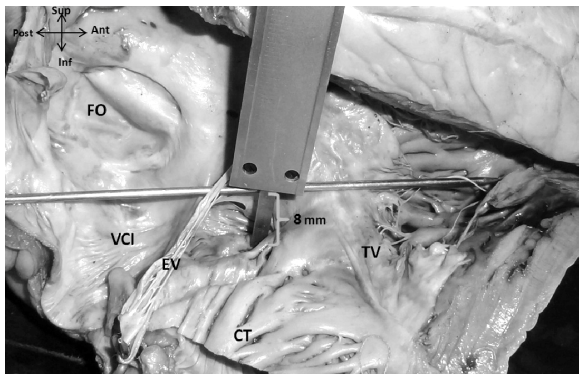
Правое предсердие (вскрыто). При помощи измерительного щупа штангенциркуля проводится определение формы задне-нижнего отдела правого предсердия. Секционная спица помещена поперечно между фиброзным кольцом трехстворчатого клапана и заслонкой Евстахия. Обозначения: VCI – нижняя полая вена, TV – трехстворчатый клапан, EV – Евстахиева заслонка, FO – овальная ямка, CT – терминальный гребень.
